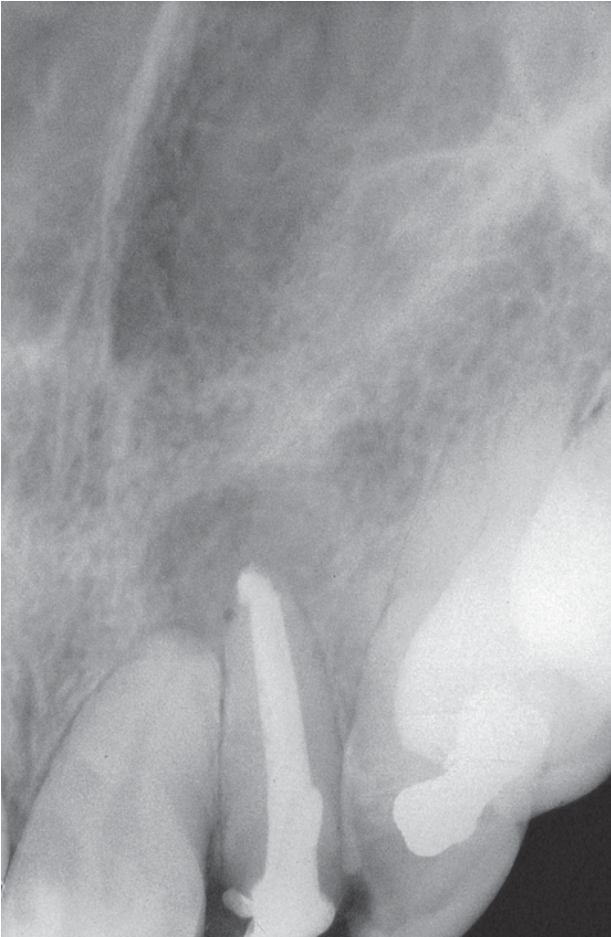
Radiografía periapical inmediata del conducto obturado de forma definitiva.
